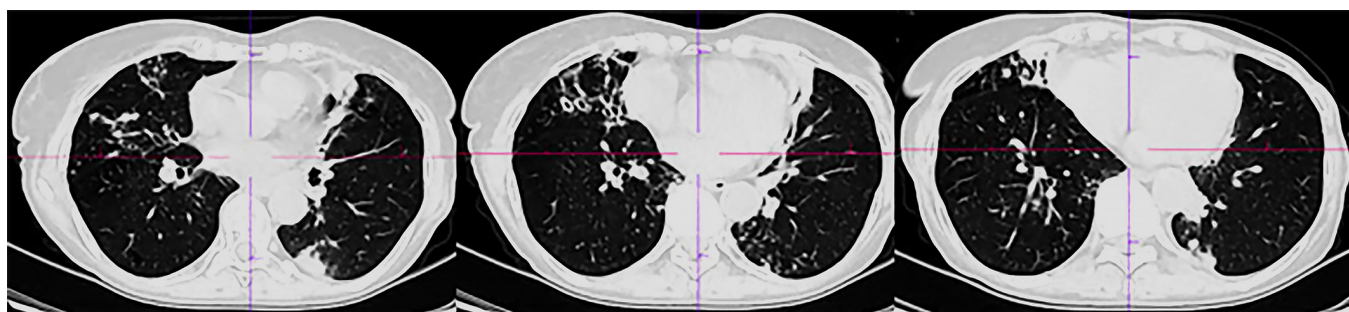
Computed tomography of the chest organs of patient R dated 06/20/2023
